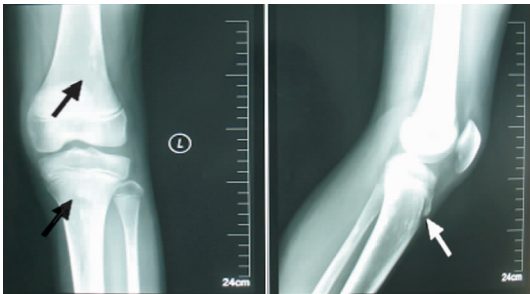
患儿左膝关节正侧位X线检查 股骨、胫腓骨骨皮质旁及髓腔内见多发大小不等稍高密度斑片影(箭头所示)。
